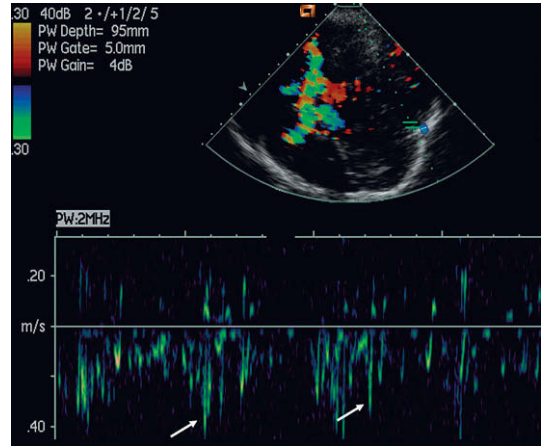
Espigas afiladas de «ruido» Doppler (flechas) que se ven en la curva de Doppler espectral obtenida de una exploración de Doppler transcraneal tras la administración de Levovist, resultado del colapso o agregación de microburbujas.
